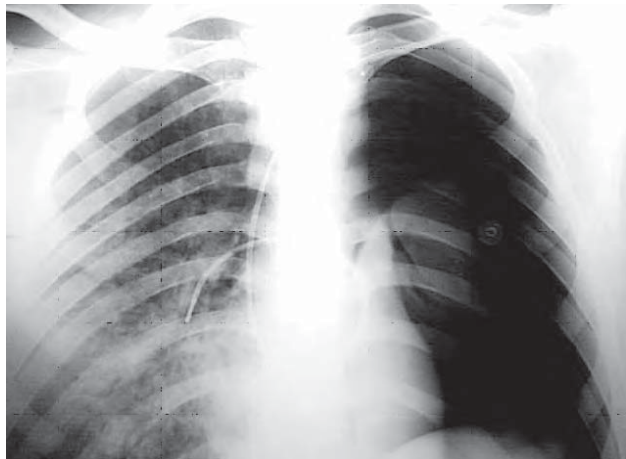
/5. Radiografía de tórax. Traumatismo de tórax derecho con neumotórax izquierdo, secundario a punción subclavia para inserción de catéter de Swan-Ganz.
